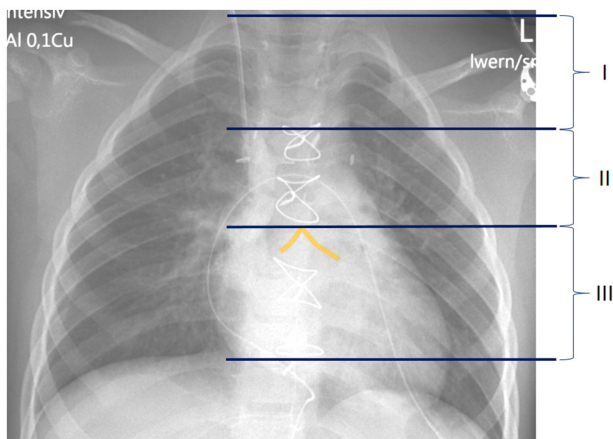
Level visualization to assess the position of the CVC tip. Postoperative chest x-ray of a 5-year-old boy is presented. The CVC was inserted via the RIJV. Contrast injection was performed via the CVC at the time of imaging. Contrast is visible in the IJV, SVC, and SVC-RA junction, and there is also contrast in the RA. In addition, the three levels for the assessment on CVC tip position are indicated. Orange line is the projection of the carina.
